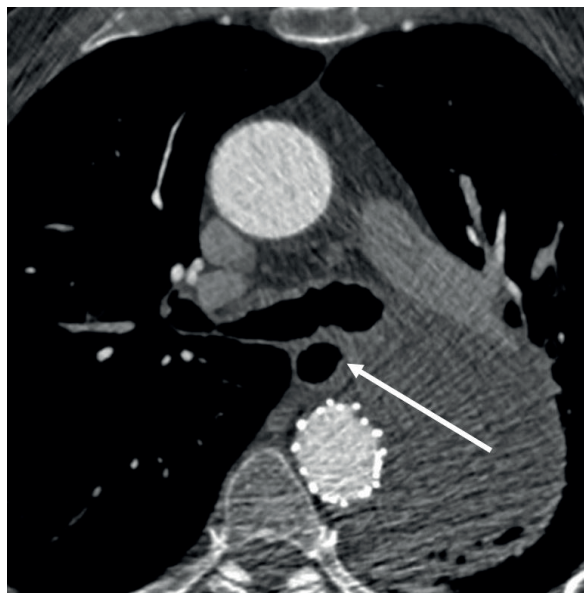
КТ-ангиография аорты после TEVAR.
